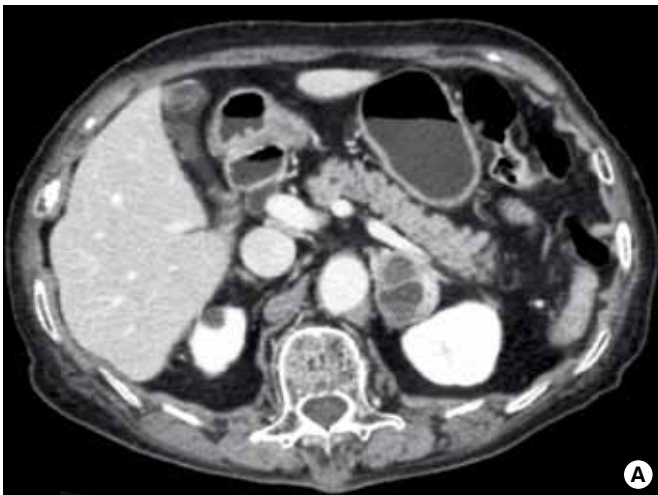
Abdominal CT cross-section (A) and sagittal section (B) show 3.1 \times 3.7 cm sized well-defined round ovoid shape mass with suspected necrosis or cystic change.
